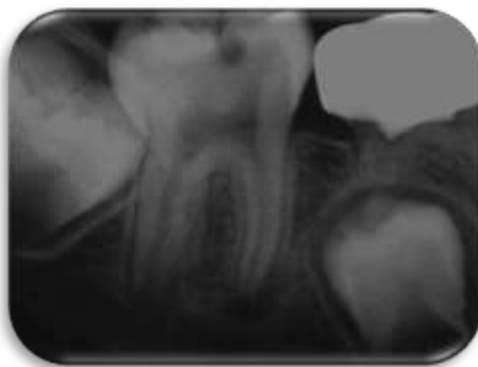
Cliché radiographique rétroalvéolaire montrant une lésion carieuse juxtapulpaire sur une 46 immature chez un patient âgé de 7 ans, d'après Bogen et coll., J Am Dent Assoc, 2008
